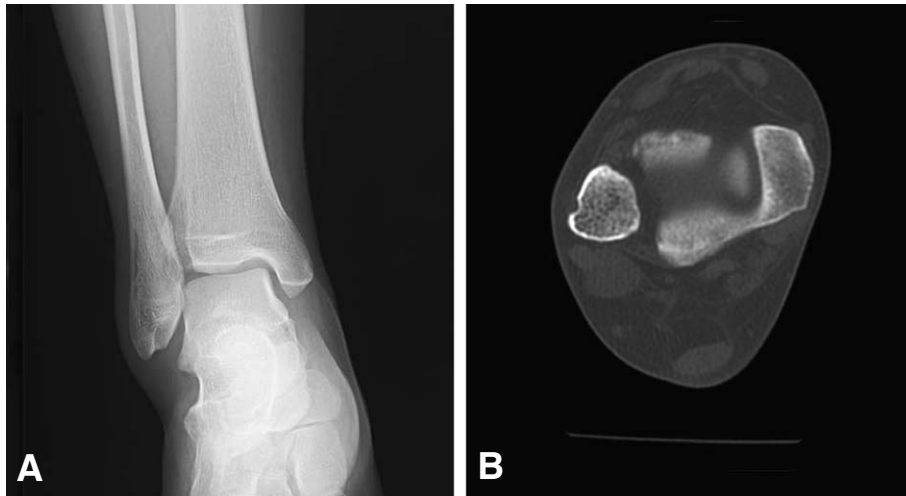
Preoperative radiographs (A) and CT scan (B) of the right ankle show superficial erosion of cortical bone at the surface of right distal fibula
